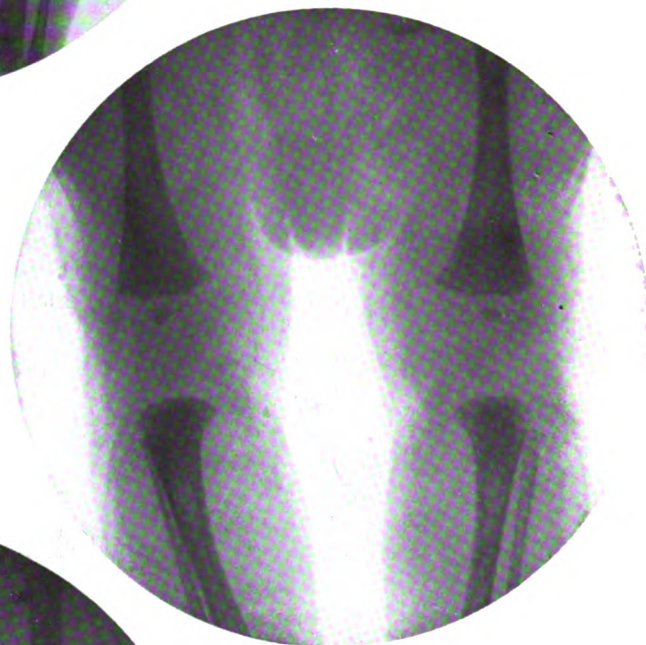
Radiographie faite chez le même prématuré dix semaines après sa naissance, période répondant aux environs du terme et dont le poids était alors de 2.260 gr. et la taille de 0,47 cm.
